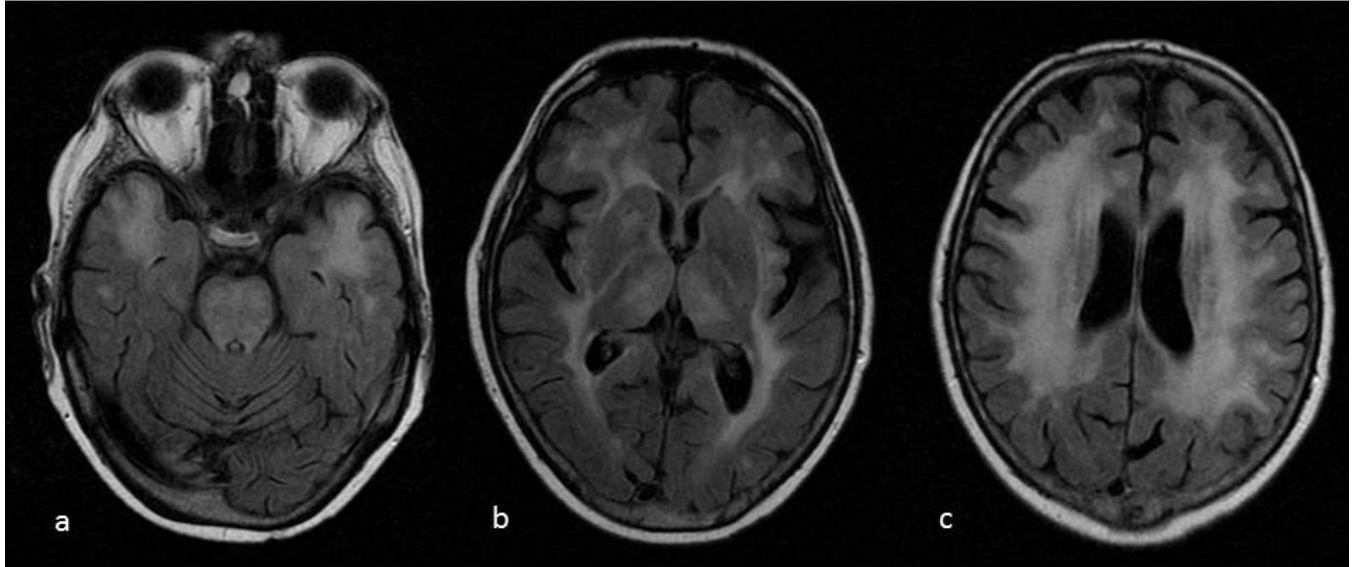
Encefalopatía VIH o complejo demencia SIDA. Secuencias axial FLAIR en paciente VIH de 47 años. Extensa hiperintensidad bilateral y simétrica que afecta a ganglios basales, sustancia blanca periventricular, tálamos y protuberancia. No se observa afectación cortical ni efecto masa asociado.
